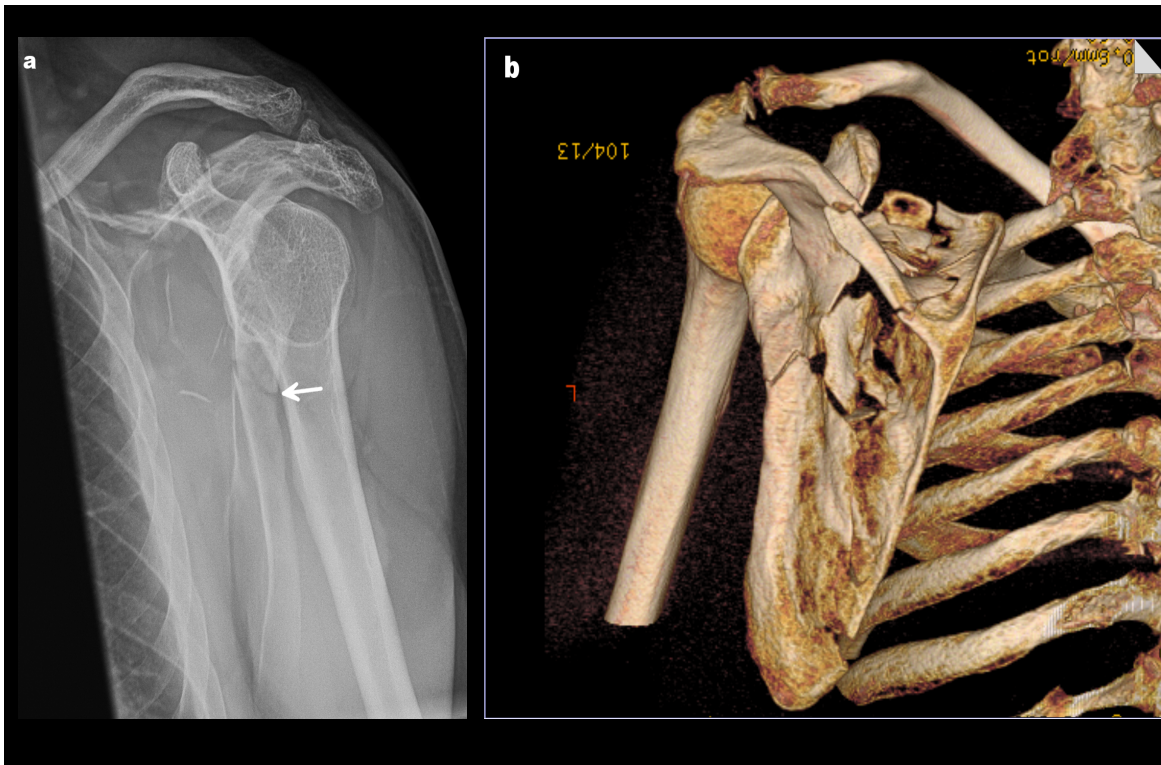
Komplexe Scapulafraktur. Kombinierte A2-Fraktur und B1-Fraktur (nach der Euler und Rüedi Klassifikation) oder Typ 3-Corpus-Fraktur (nach der New International Classification) im (a) Radiogramm und (b) 3D-CT-Rendering. Quelle: [20].
